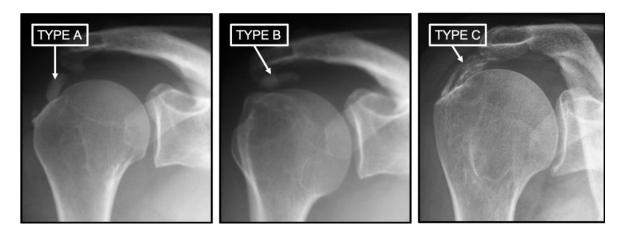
types de calcifications sur la radiographie standard
